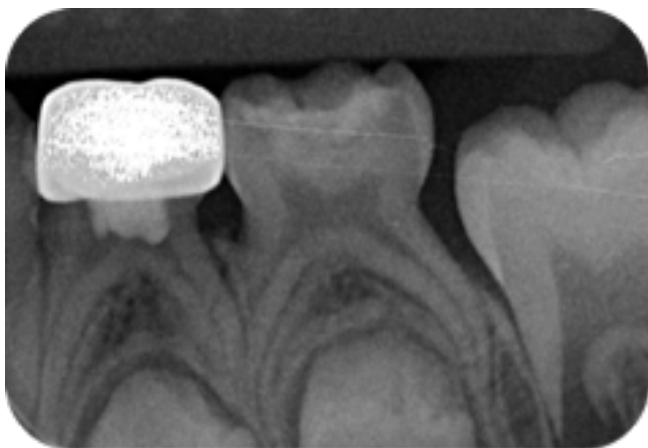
Radiographie de 74 après scellement de la CPPz.
